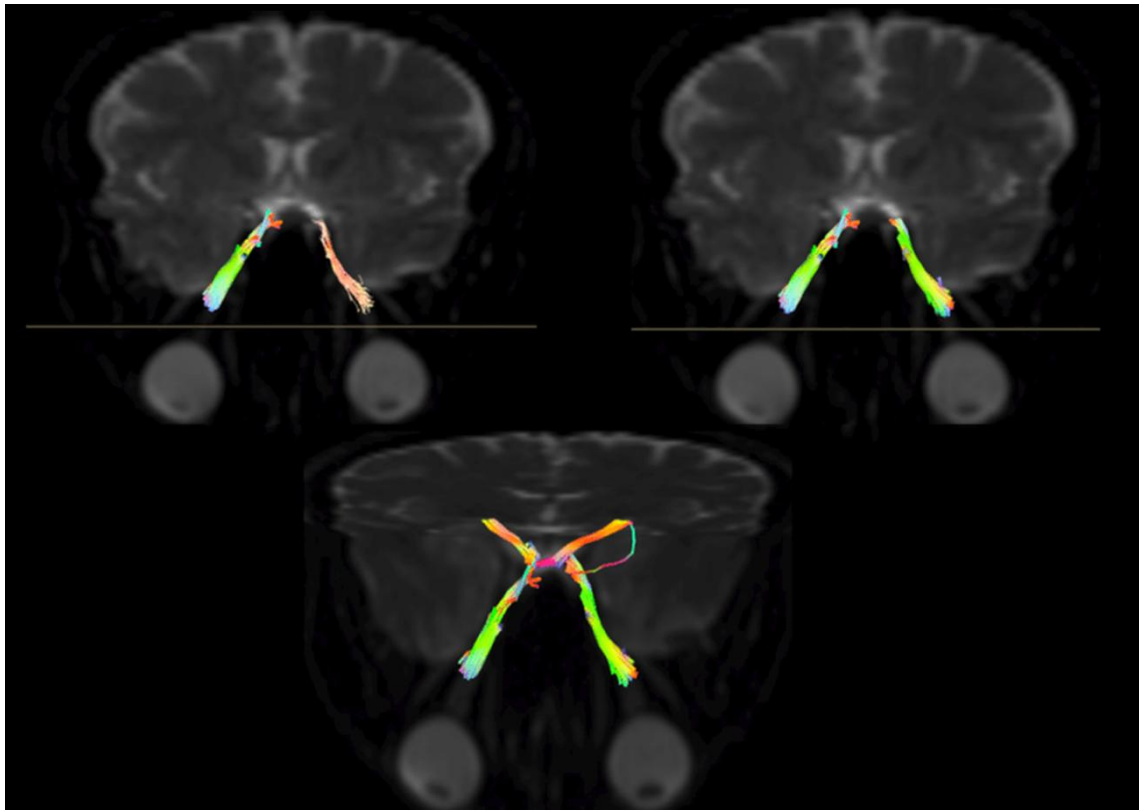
Tratografia da via ótica (a cor) e sua correlação com imagens de Ressonância Magnética (reconstrução 3D, corte axial pelo plano das órbitas).
